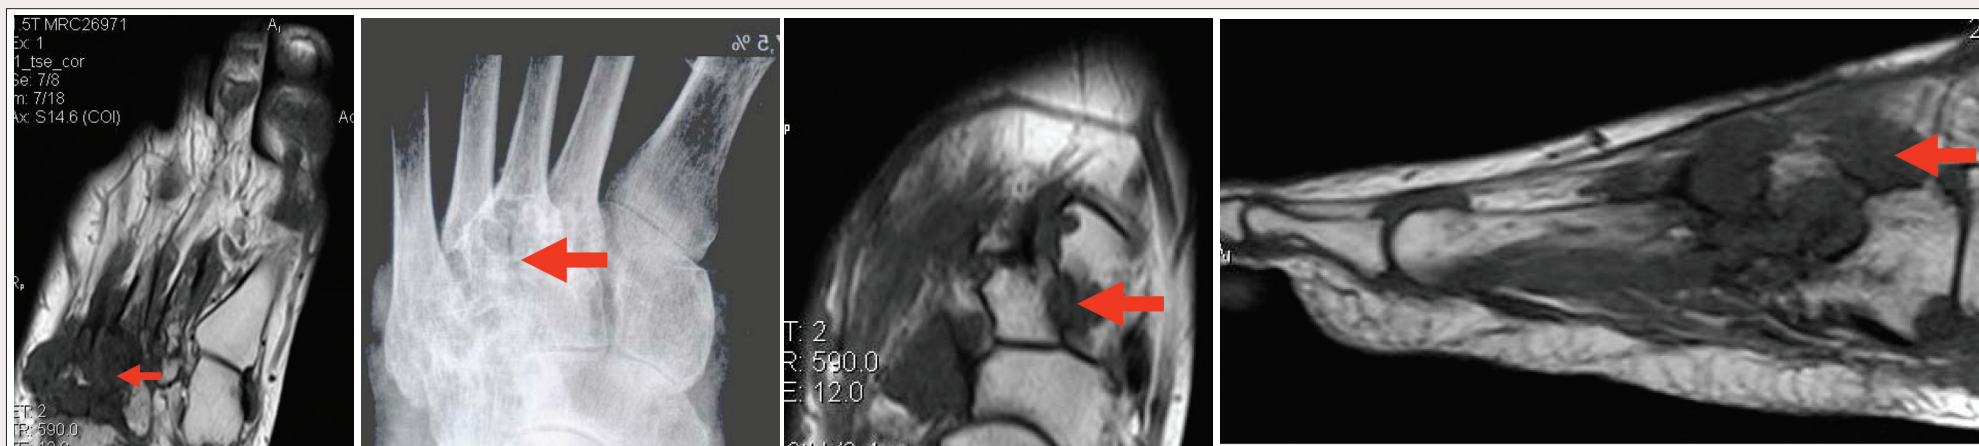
МРТ и рентген-изображения правой метатарзальной области
